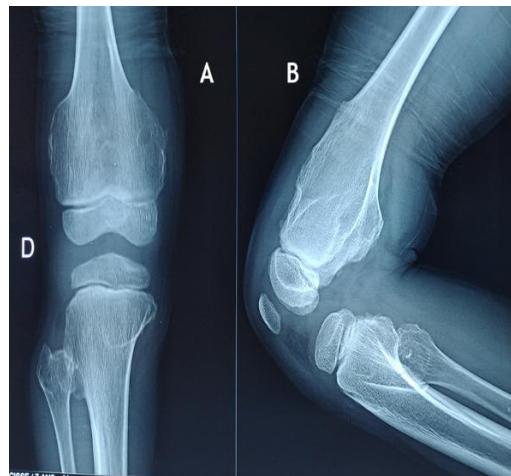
radiographie standard du genou droit en incidence de face et profil illustrant une enchondromatose multiple métaphysaire distale fémorale, proximale tibiale et fibulaire à droite responsable d'une soufflure et d'une déformation osseuse.
